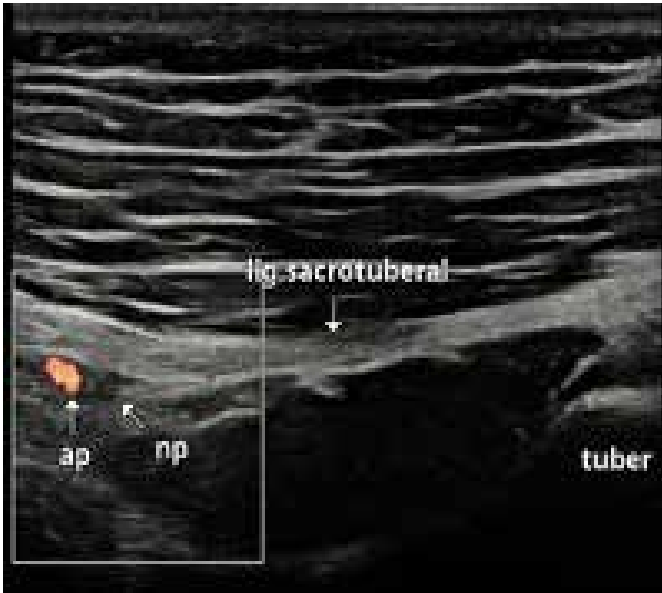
Transductor lineal. Imagen ecográfica de un caso clínico, ap - arteria pudendo (power Doppler), np - nervio pudendo.
